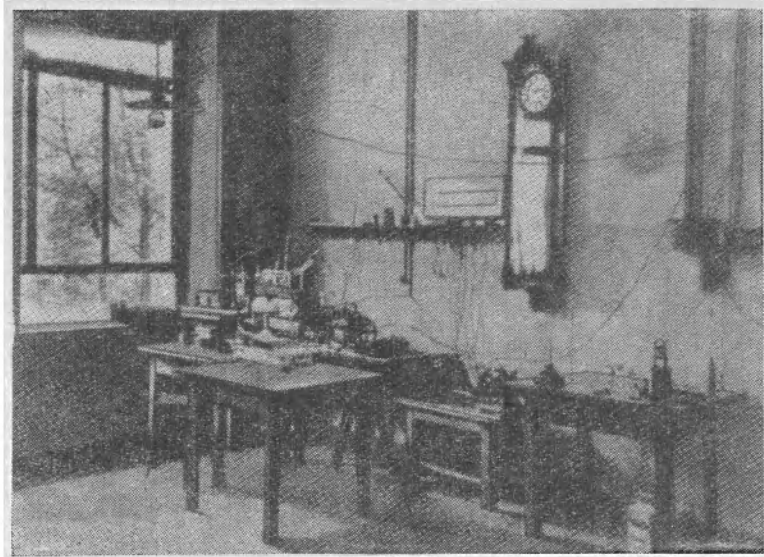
Уголок лаборатории Рентгена в Вюрцбурге.
